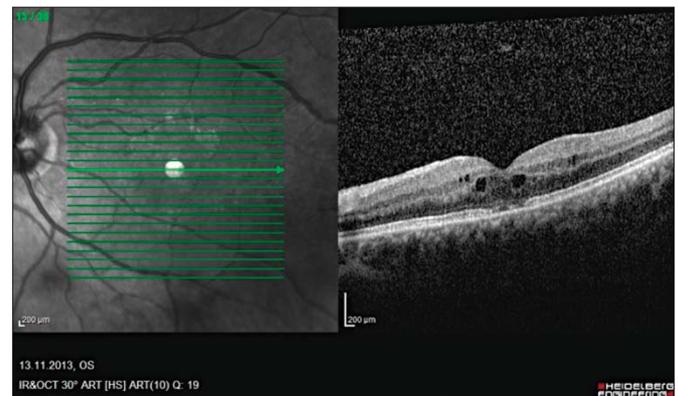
Томограмма сетчатки левого глаза пациентки В.
